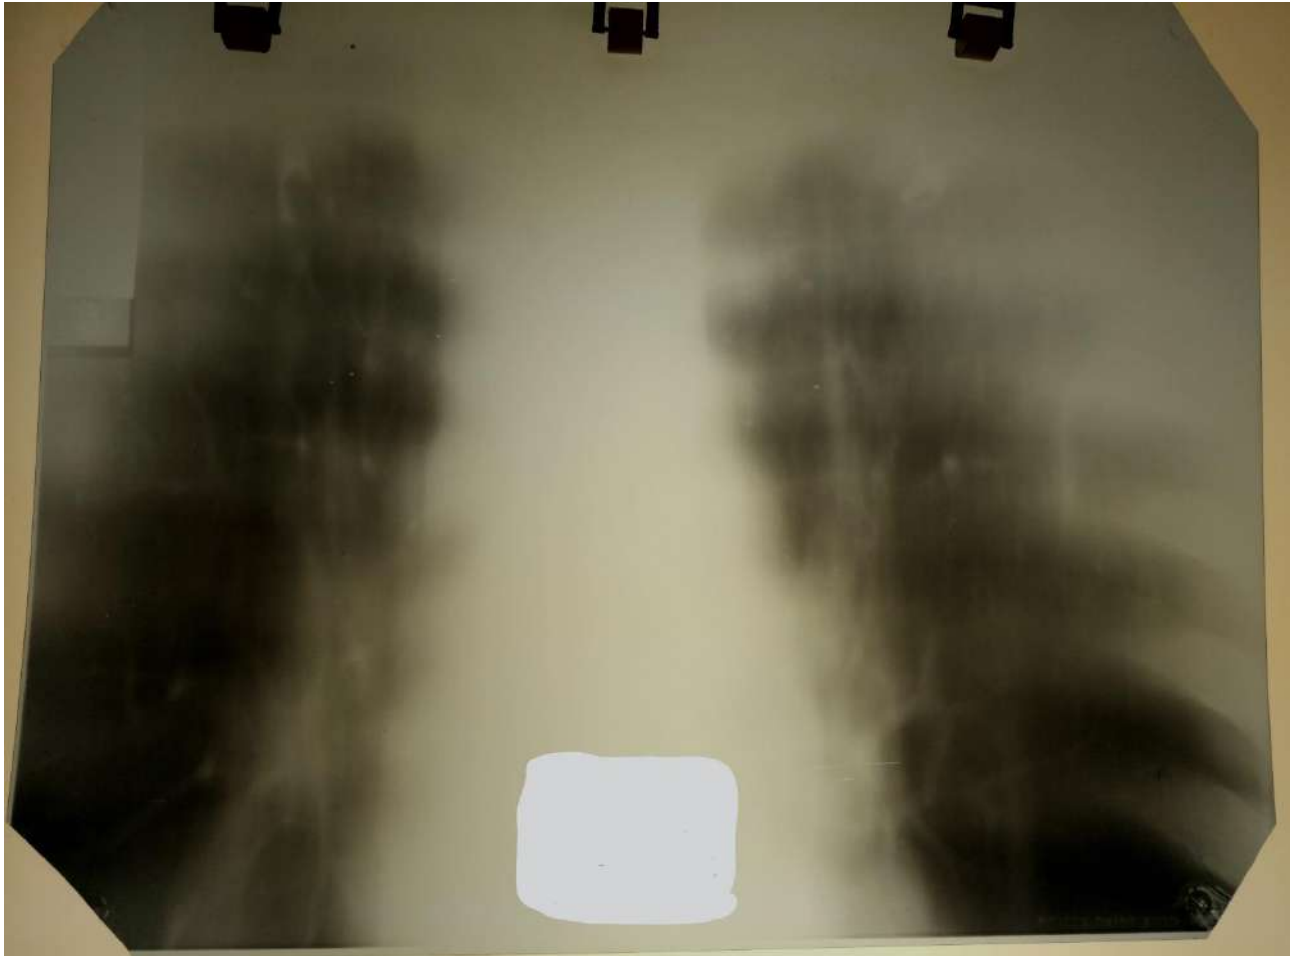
Рентгенограма хворого Г. (за 2 доби до смерті)
